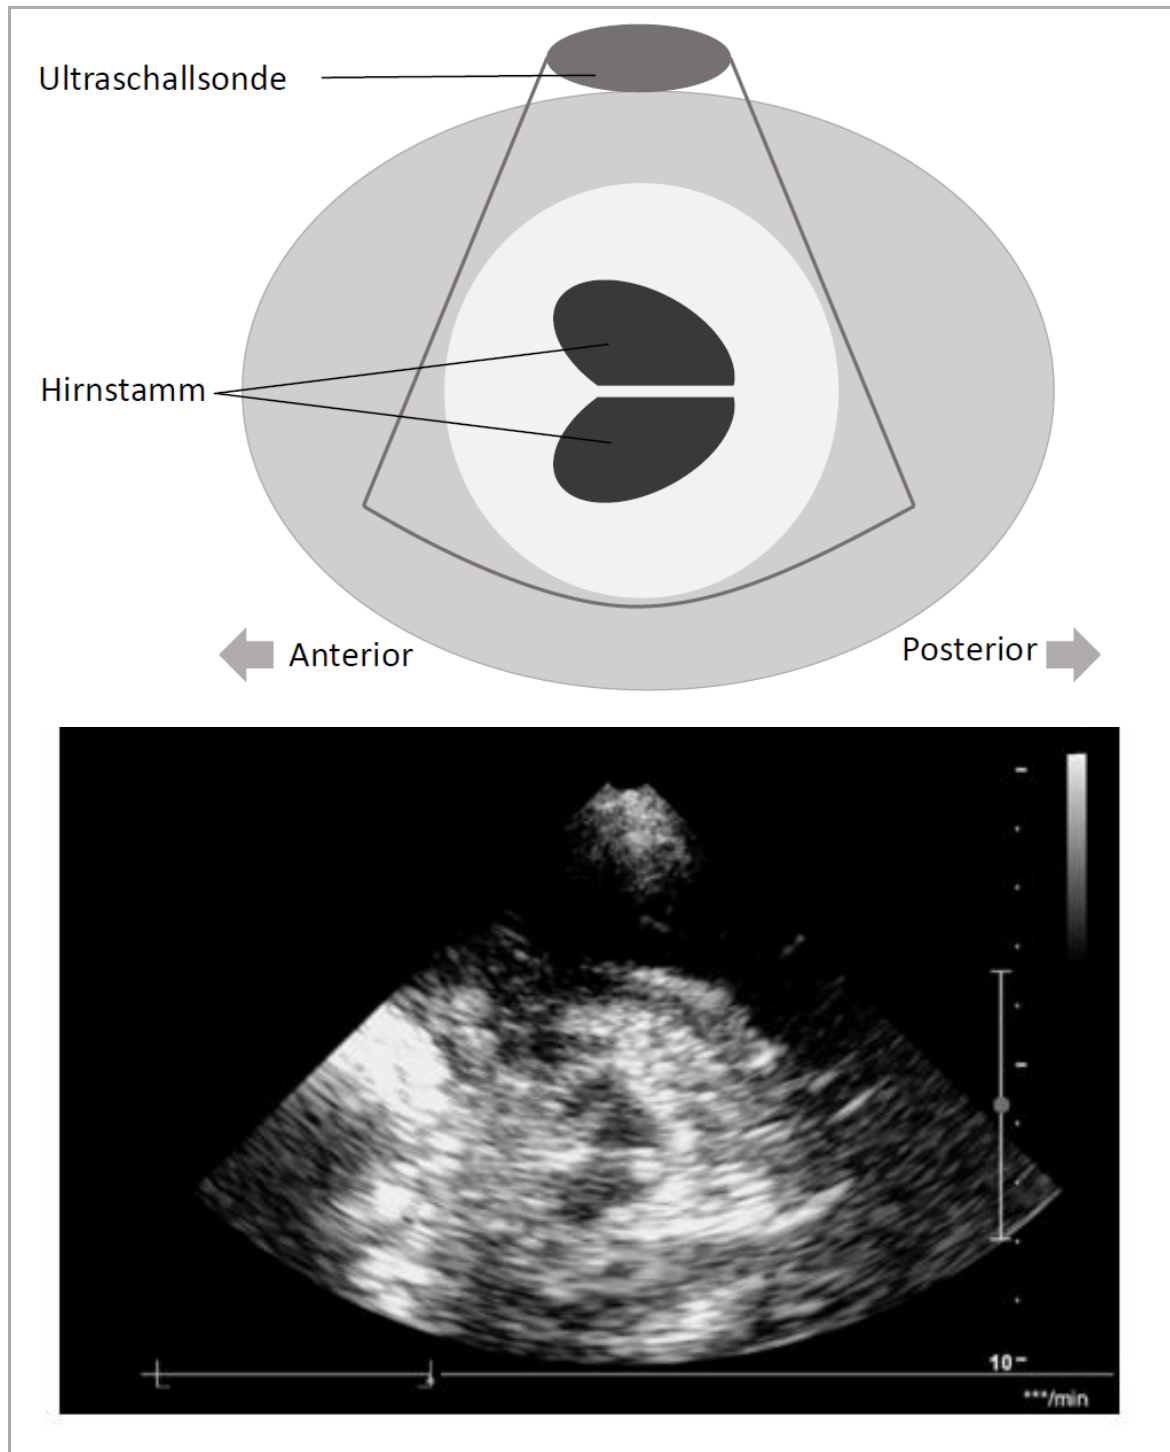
Sonographische Darstellung des Hirnstamms. Der Hirnstamm stellt sich in der sonographischen Darstellung als hypoechogene, schmetterlingsförmige Struktur dar und wird von den hyperechogenen basalen Zisternen umgeben.
